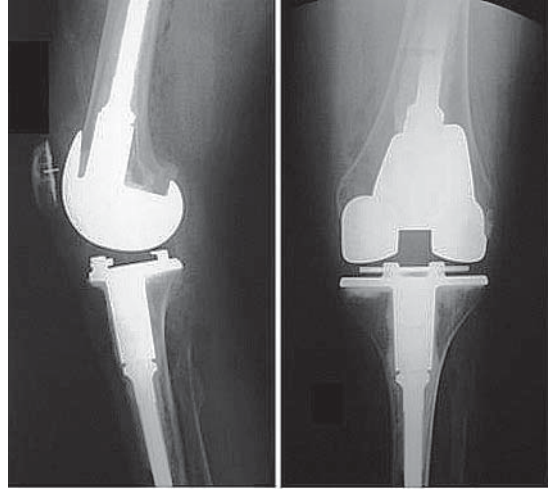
Radiografías antero posterior y lateral de rodilla izquierda. Se observa artroplastia total cementada de revisión, destaca la adecuada posición de los componentes, buen cementado y la corrección del valgo.
